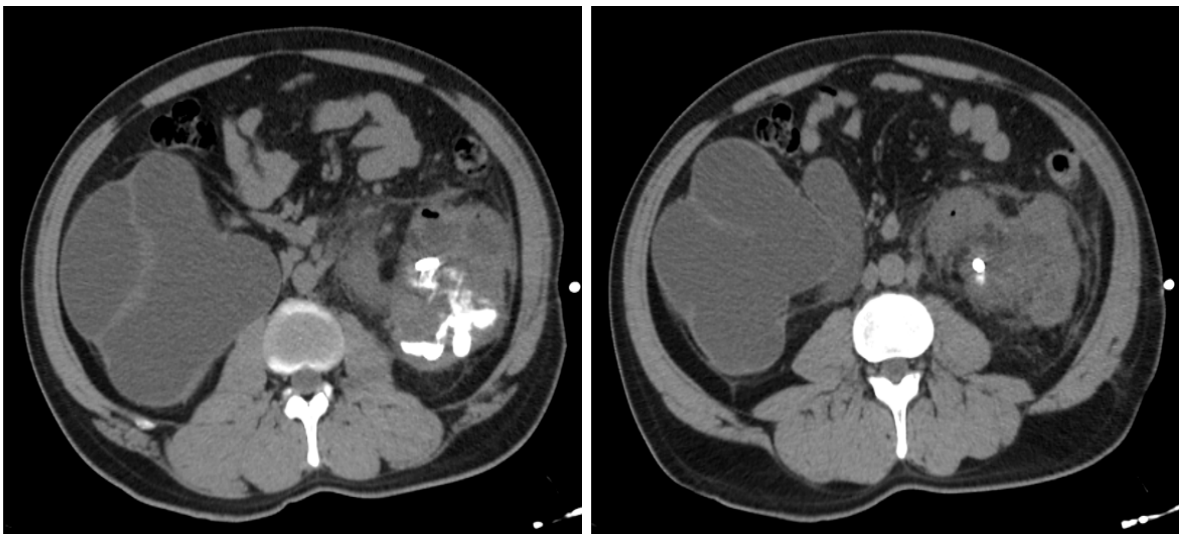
Paciente masculino de 37 años de edad con diagnóstico de uropatía obstructiva izquierda secundario a estenosis ureteral, postoperado de reimplante ureteral bilateral con colocación de sonda de nefrostomía percutánea izquierda guiada por TC, presentando como complicación hematoma perirrenal y fuga del medio de contraste.
